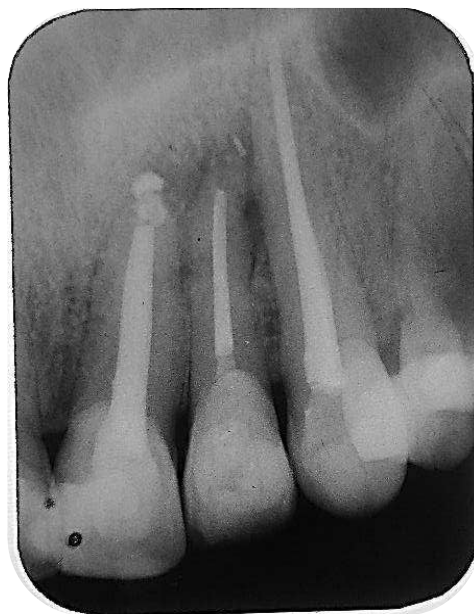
Radiografia periapical 2 anos após a conclusão do retratamento endodôntico.
